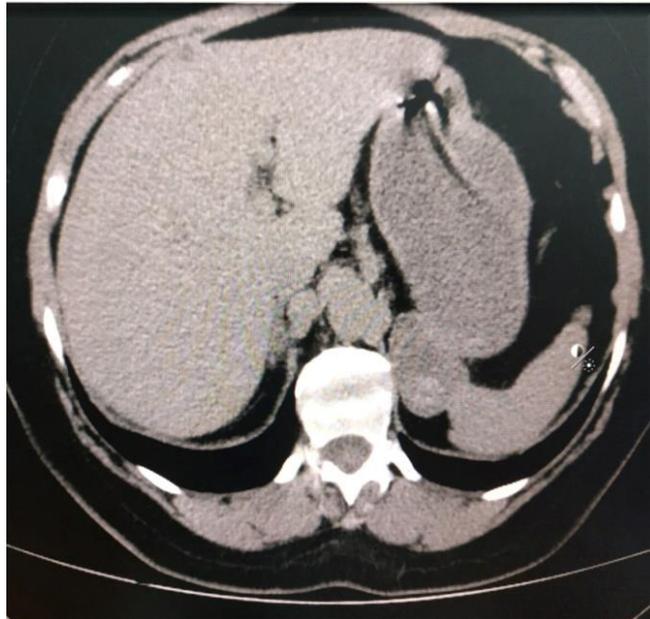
TAC simple de abdomen en el que se observa lesión nodular homogénea con densidad de tejido blando localizada en la topografía de la glándula suprarrenal izquierda posterior al fundus gástrico.
